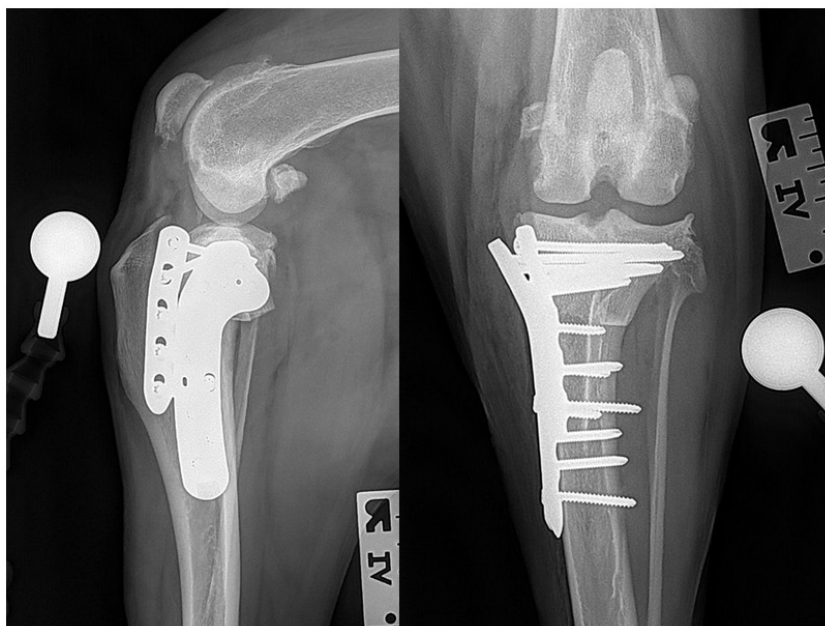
Radiographies postopératoires immédiates. Source personnelle.
